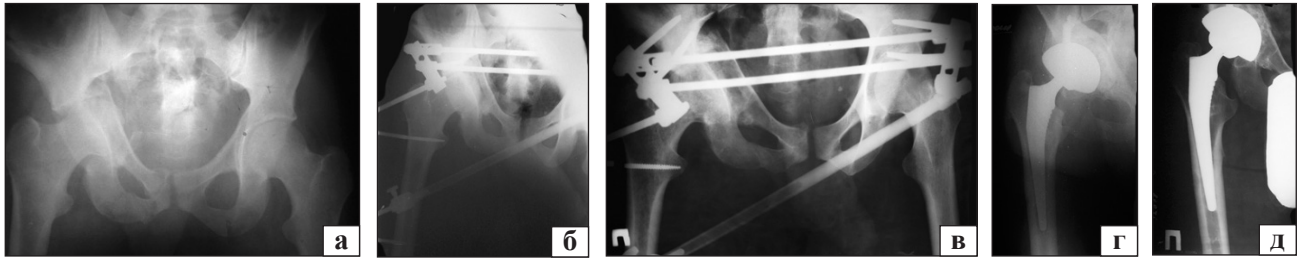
Рентгенограми хворого Б., 22 роки: застарілий черезвертлюговий переломовивих правого кульшового суглоба з порушенням безперервності тазового кільця (а); після монтажу АЗФ за системою «таз – стегно» (б); після вправлення в апараті (в) й ендопротезування (г); через 2 роки після операції (д)
